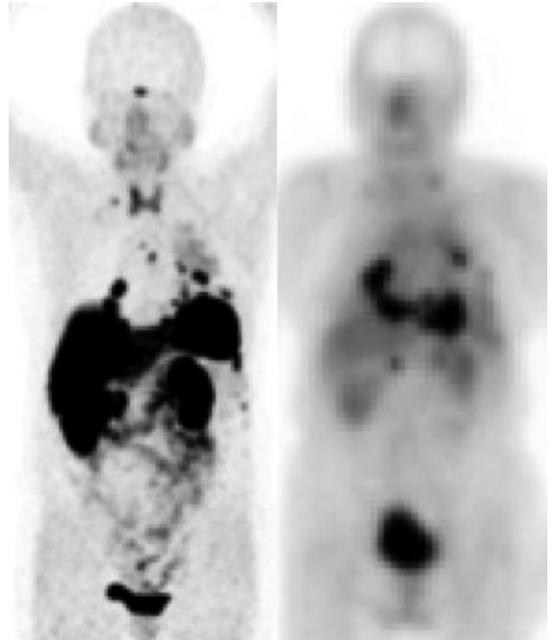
NET患者の ^{68}Ga -DOTATOC PET診断像(左)と ^{177}Lu -DOTATOC治療像(右)
